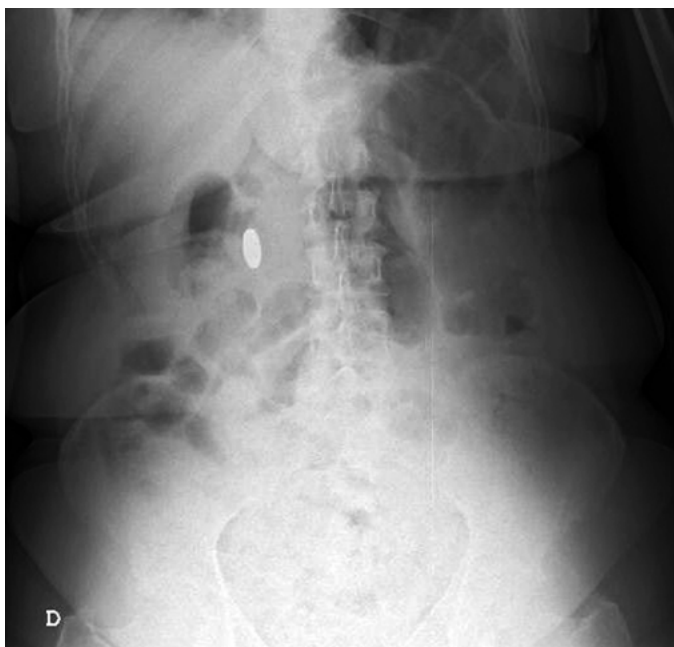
Radiografía simple de abdomen (día 62): ingesta de moneda (única).
